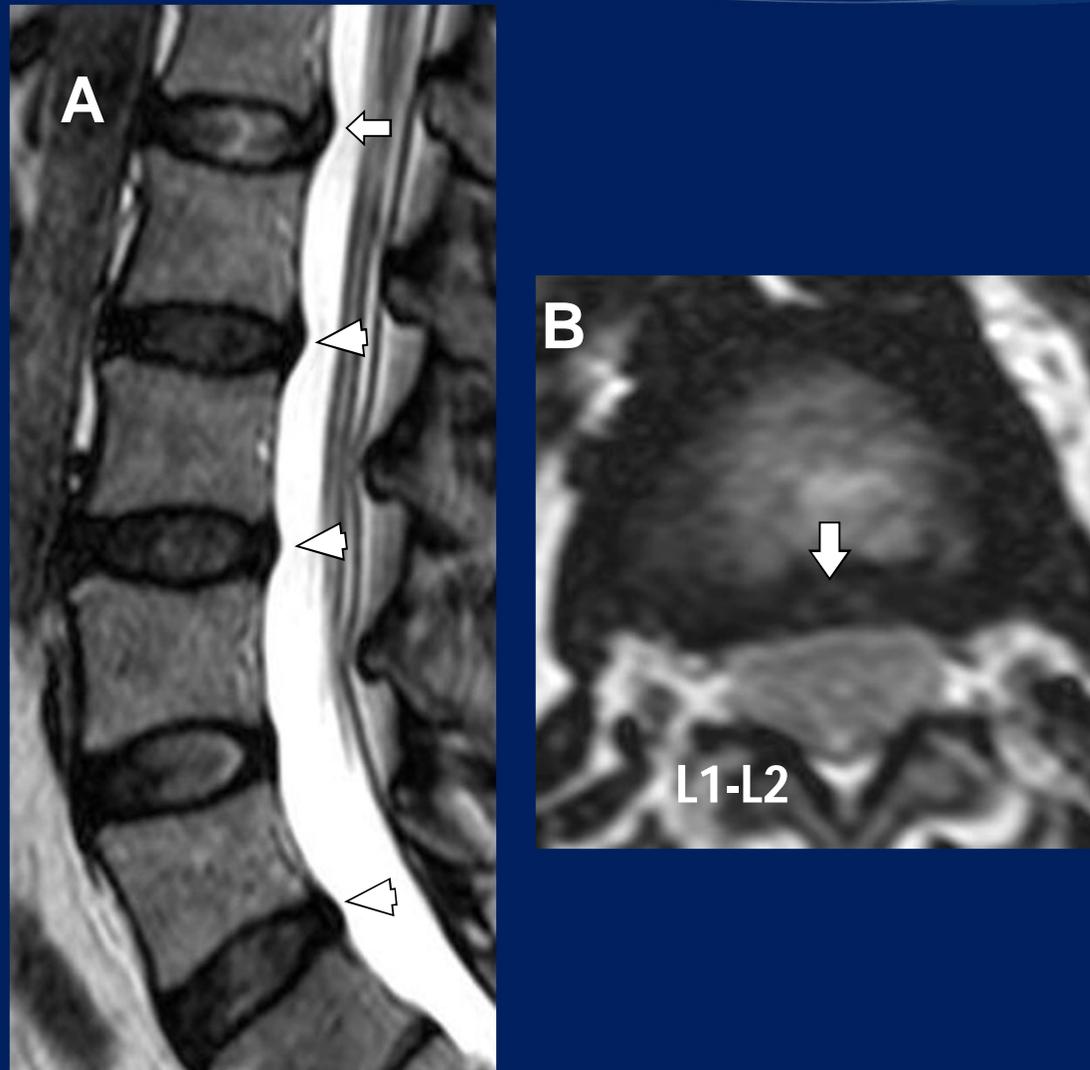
Mujer, 44 años. RM columna lumbar, potenciada en T2, cortes sagital (A) y axial (B), en la que se observan protrusiones discales de los discos L2-L3, L3-L4, L5-S1 (cabezas de flecha). A nivel L1-L2 protrusión ascendente (flecha).
